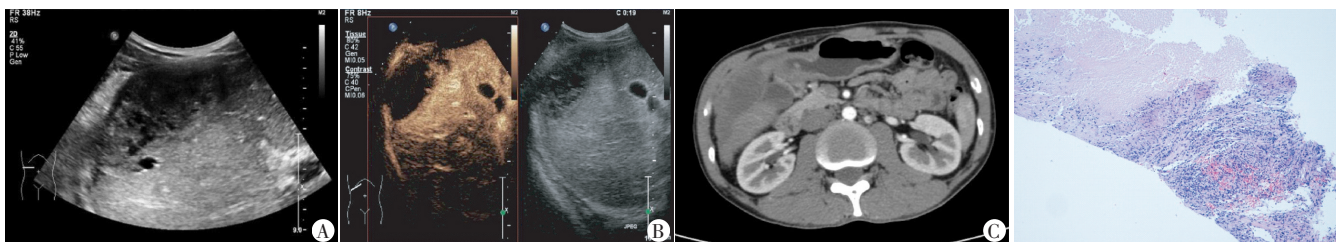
虫蚀腔型病灶常规超声示右肝包膜处探及一回声不均病灶(A),超声造影示动脉相病灶中央区呈无增强,病灶周围呈不规则、虫蚀样增强,高于附近正常肝实质(B),增强CT示动脉期病灶中央区呈无增强,病灶周围呈不规则增强(C)
